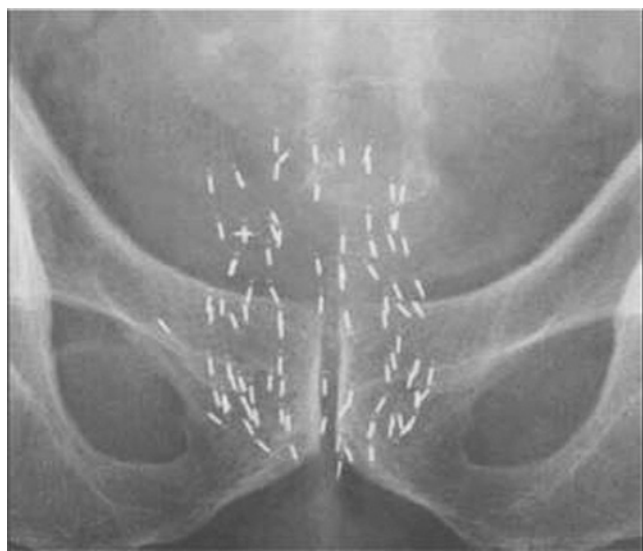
Рентгеновский снимок области малого таза с имплантированными источниками
